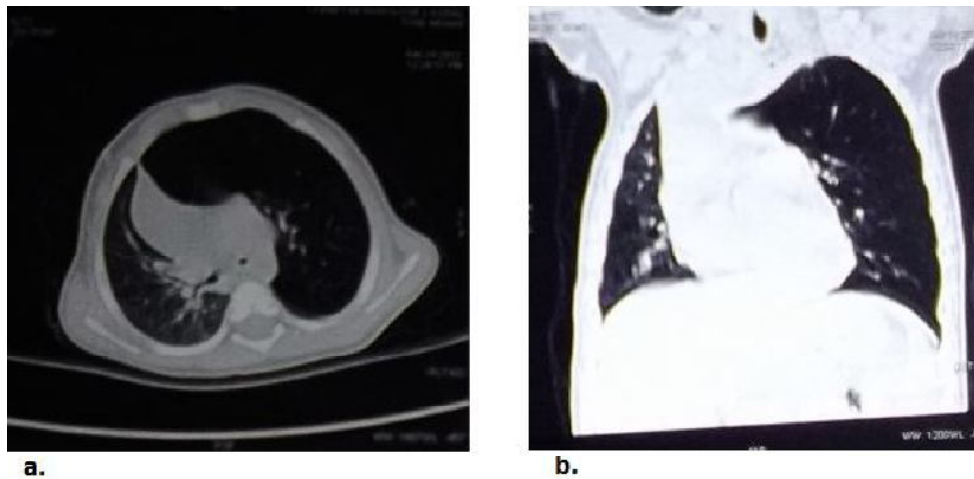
a. Coupe transversale ; b. coupe sagittale. TDM thoracique montrant un ELG gauche.
